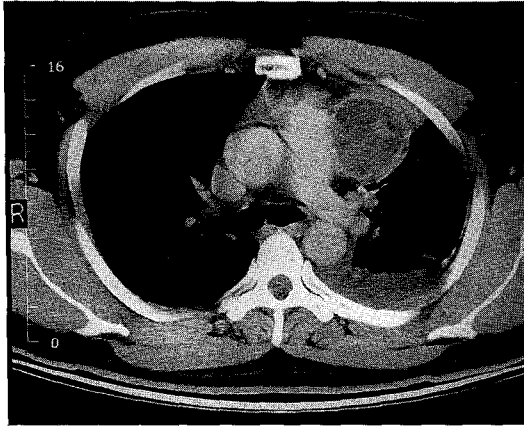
Chest CT showing 4×5×5.5cm sized, multiseptated cystic mediastinal mass containing focal fat density(-70 ~ -80HU) and small solid portion. The cyst wall is well enhanced. Pleural effusion and consolidation on adjacent lingula segment are noted.
